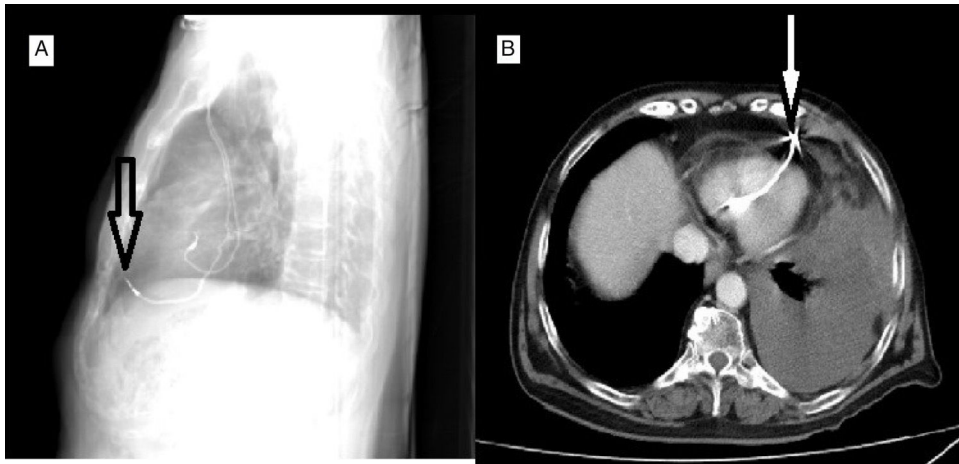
A) Rx de tórax. Tras el inicio del cuadro de dolor torácico con el electrodo en posición similar a la observada inicialmente tras el implante. B) TAC de tórax. Se evidencia la perforación de la pared libre del VI por el electrodo ventricular endocavitario que atraviesa grasa pericárdica, pericardio y grasa epicárdica. No se observa derrame pericárdico. Derrame pleural izquierdo moderado.
